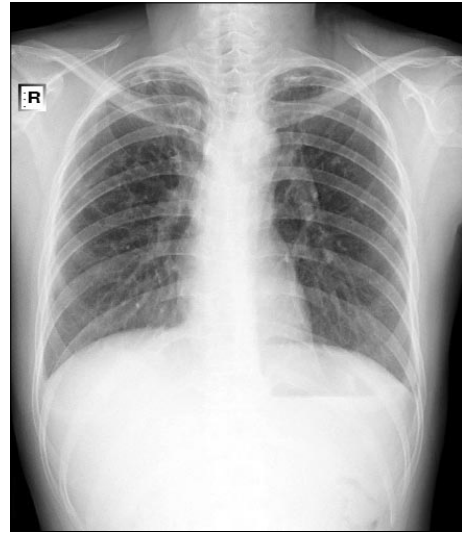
Chest X-ray showed improved lesion of both upper lung fields and disappeared previous right side pleural effusion.
